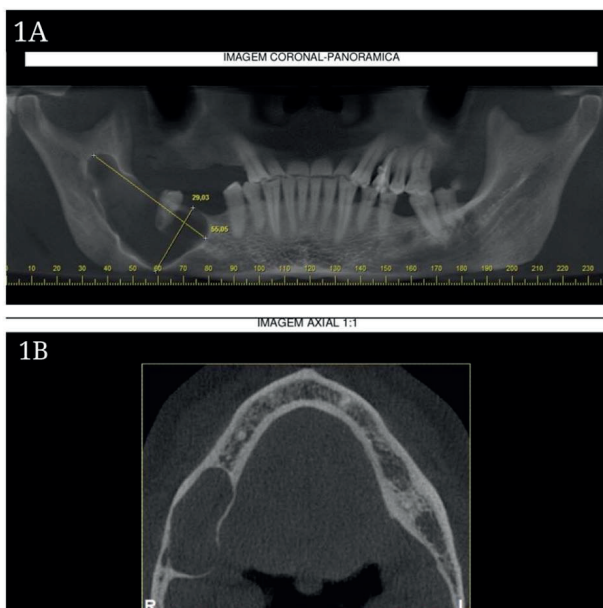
1A: Panorâmica inicial do paciente; 1B Tomografia inicial em corte Axial
